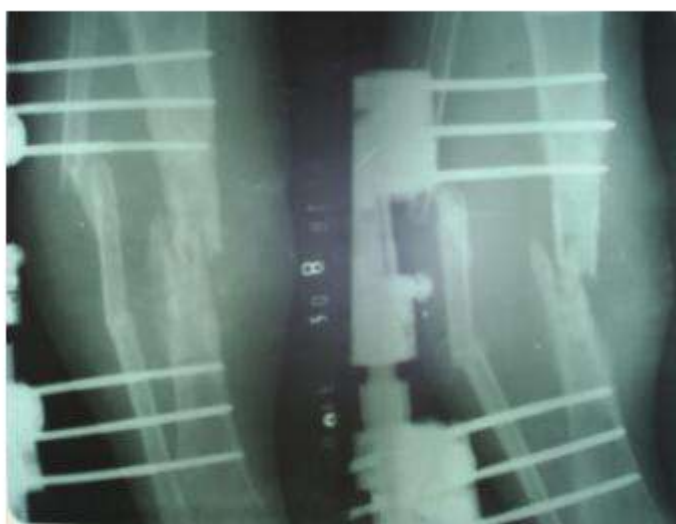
Radiografía del paciente.
